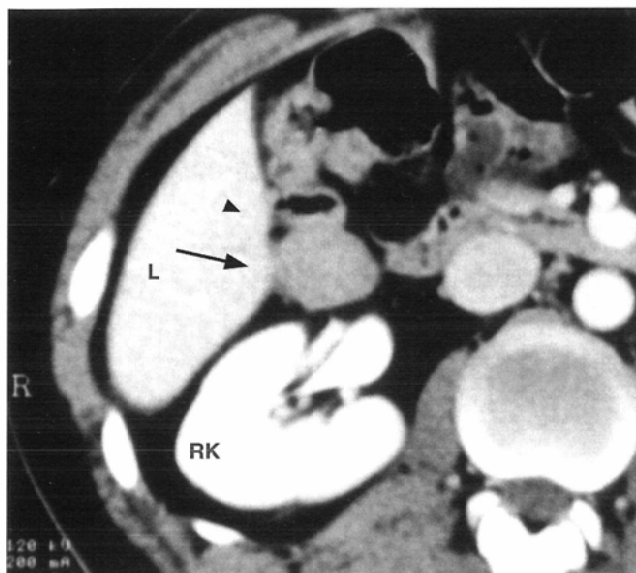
A 26-year-old man. Abdominal CT scan reveals a well-defined homogenous mass (arrow) behind the ascending colon (arrowhead).
